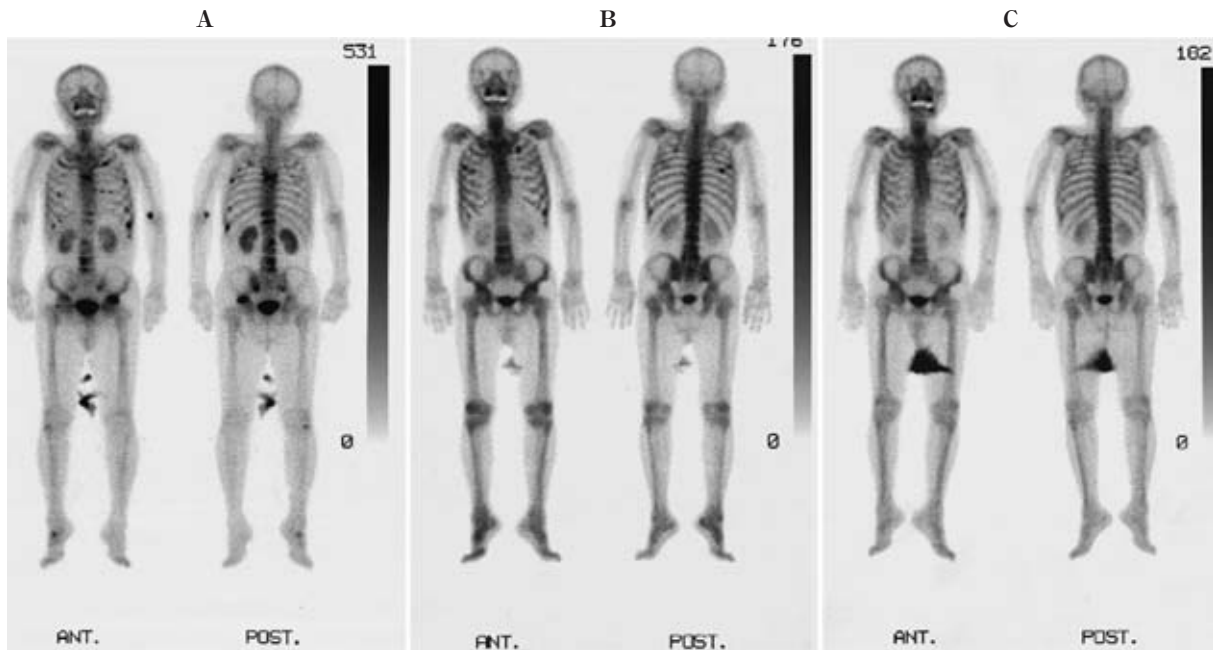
A: Bone scintigram showing multiple bone metastases, especially the left acetabulum in December, 2005. B: Bone scintigram showing improvement of most of multiple bone metastases in May, 2006. C: Bone scintigram showing complete disappearance of bone metastases in March, 2007.
